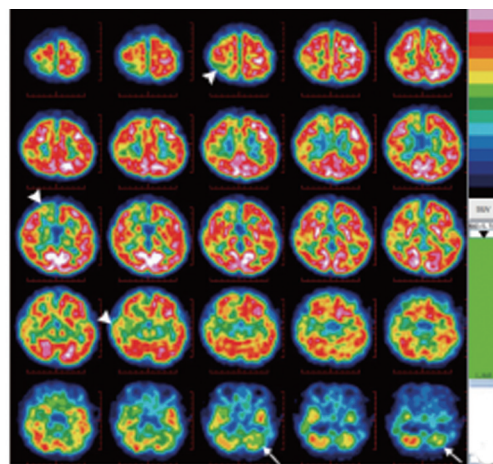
2.5 岁患儿 ^{18}F -FDG PET/CT 图像
